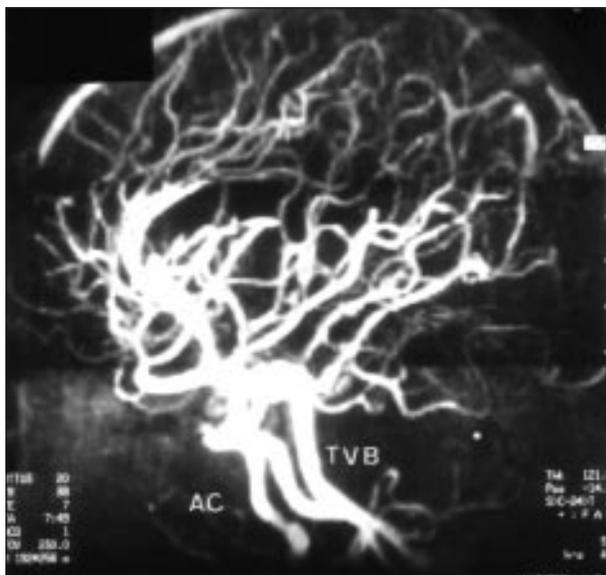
Ressonância magnética pós-operatória mostrando ausência de fístula. ACI- artéria carótida interna; TVB- tronco vértebro-basilar; * localização prévia da fístula.
